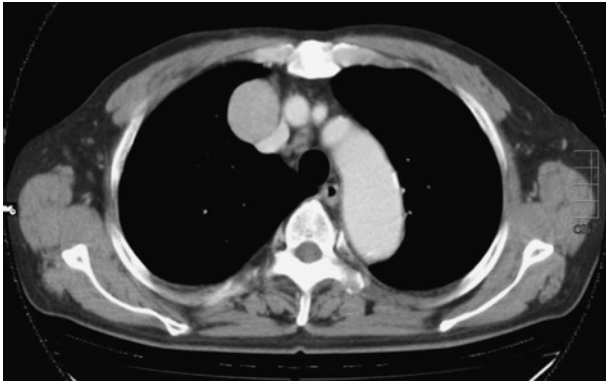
Computed tomography showing a smooth-shaped, round anterior mediastinal tumor (37×40 mm).
